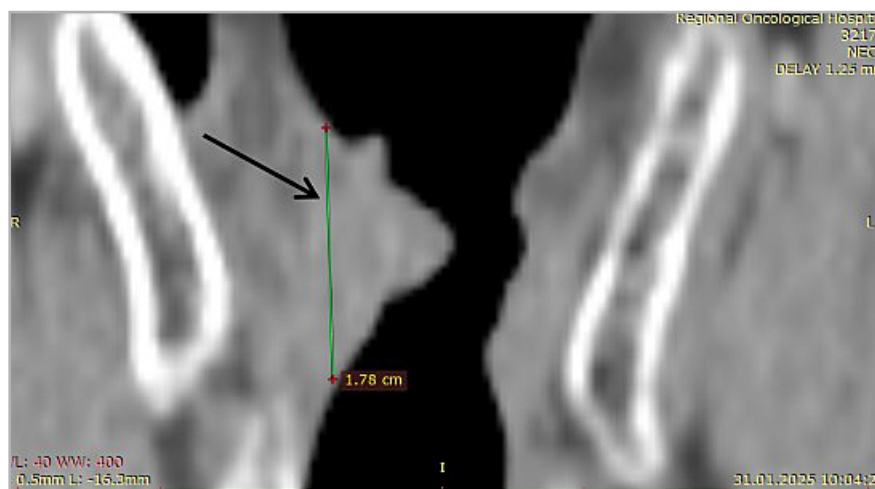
Мультиспиральная компьютерная томограмма шеи, область голосовых складок, коронарная плоскость. Определяется опухоль на правой голосовой складке (стрелка), размер опухоли по вертикали — 17,8 мм (зеленый отрезок)
